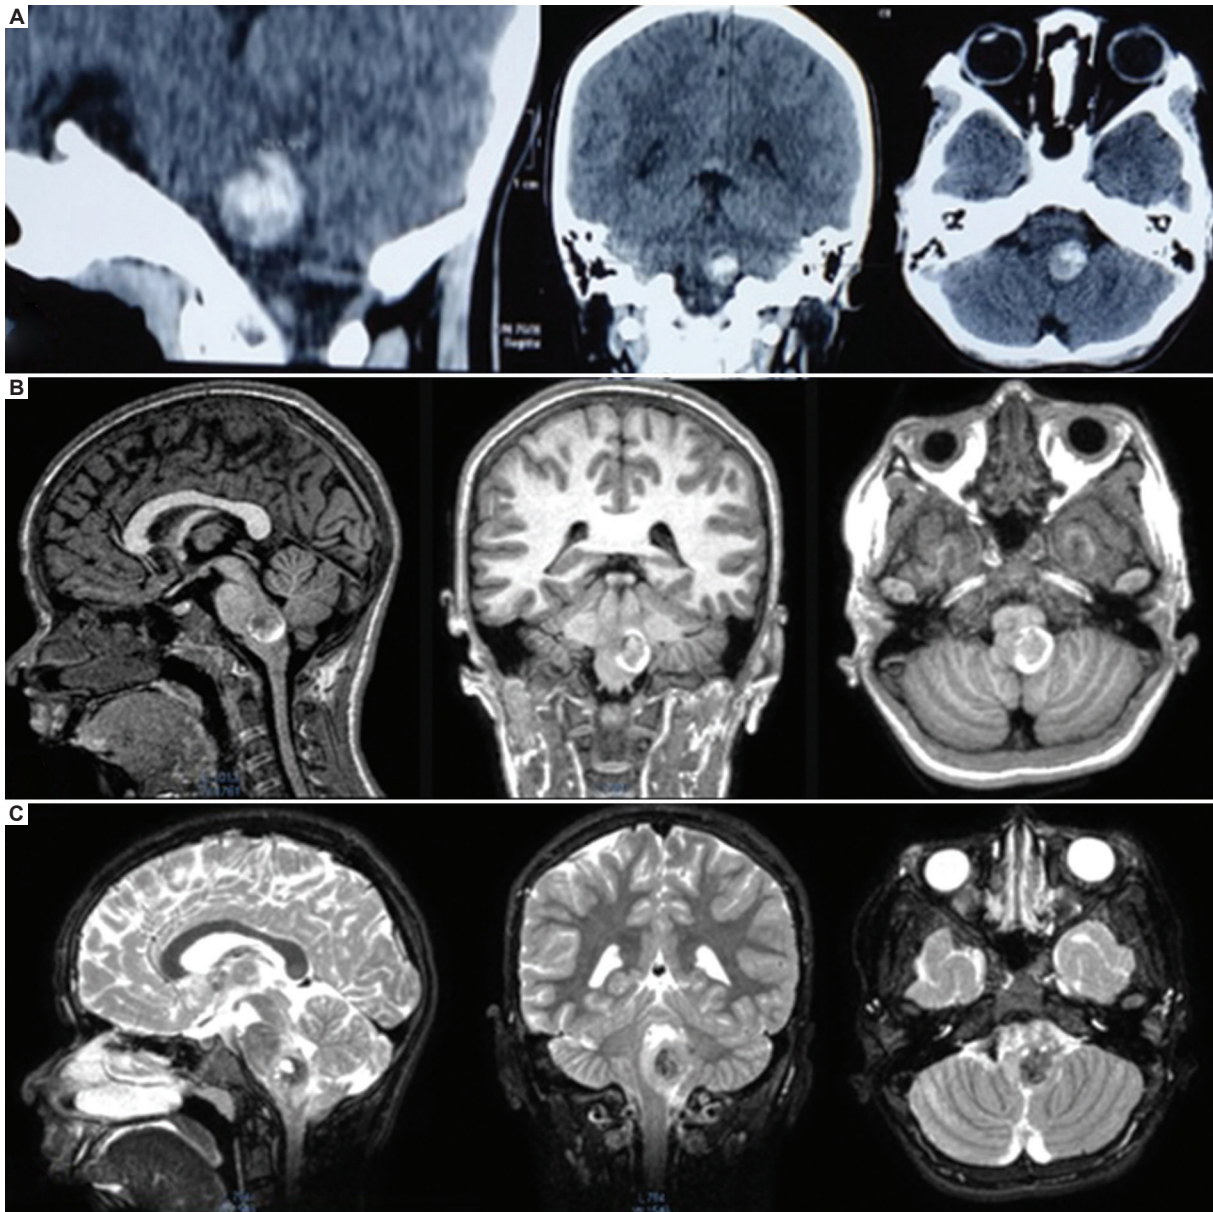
La tomografía computarizada simple de cráneo en cortes sagital, coronal y axial (A) evidenció una lesión hemorrágica heterogénea en la unión pontobulbar izquierda. La resonancia magnética (RM) en secuencias T1 (B) y T2 (C) en cortes sagital, coronal y axial mostró una lesión subpial a nivel pontobulbar izquierdo, con diferencia en las intensidades, sugestiva de probable malformación cavernomatosa.
